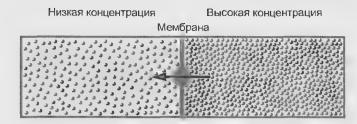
Облегченная диффузия
